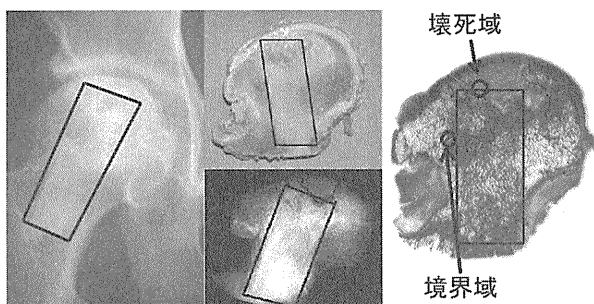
肉眼的、X線所見。移植骨部で骨梁の肥厚を認め、組織学的にも骨癒合していると考えられた。
